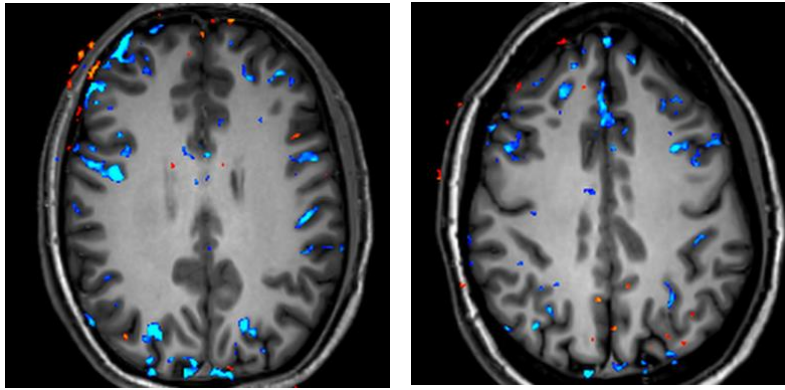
Imágenes por resonancia magnética funcional (fMRI) de un sujeto sin hambre (Izquierda) y de un sujeto con hambre (Derecha). Fuente: Área de Diagnóstico por la Imagen del Hospital Sant Joan de Déu.
